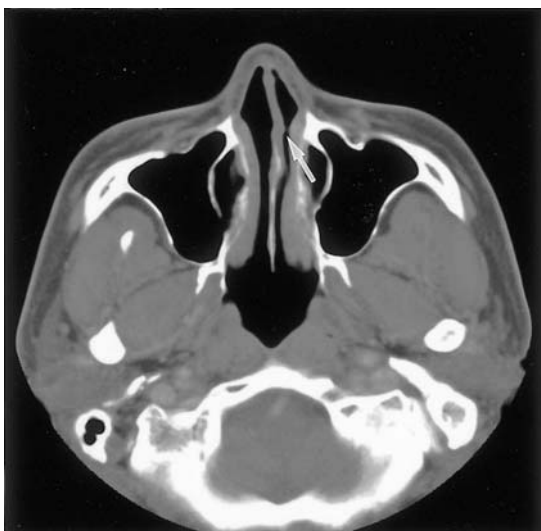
Axial (A) and coronal (B) paranasal sinus computed tomogram reveal a small elevating soft tissue density (arrow) on left side of nasal septum with clear ethmoid and maxillary sinuses.
